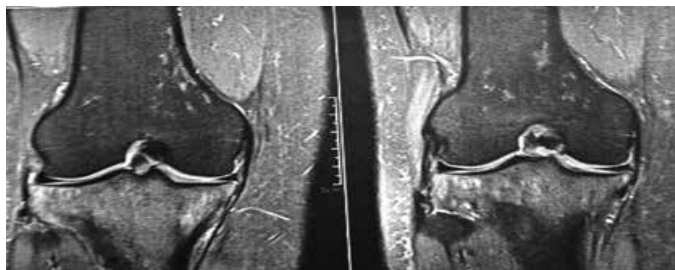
Ressonância magnética corte coronal de uma sequência ponderada em T2 sem saturação de gordura do joelho direito, com sinal difusamente reduzido
